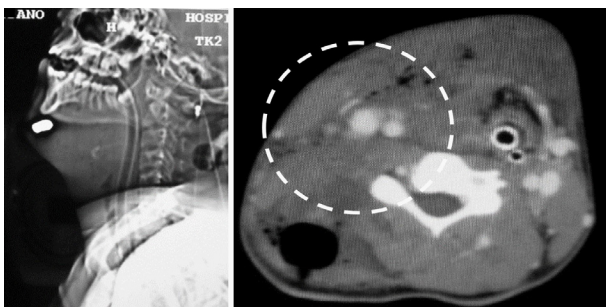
Angiotomografía. Circulo blanco involucra balón Foley y arteria vertebral derecha excluida con hematoma en región latero vertebral derecho.
